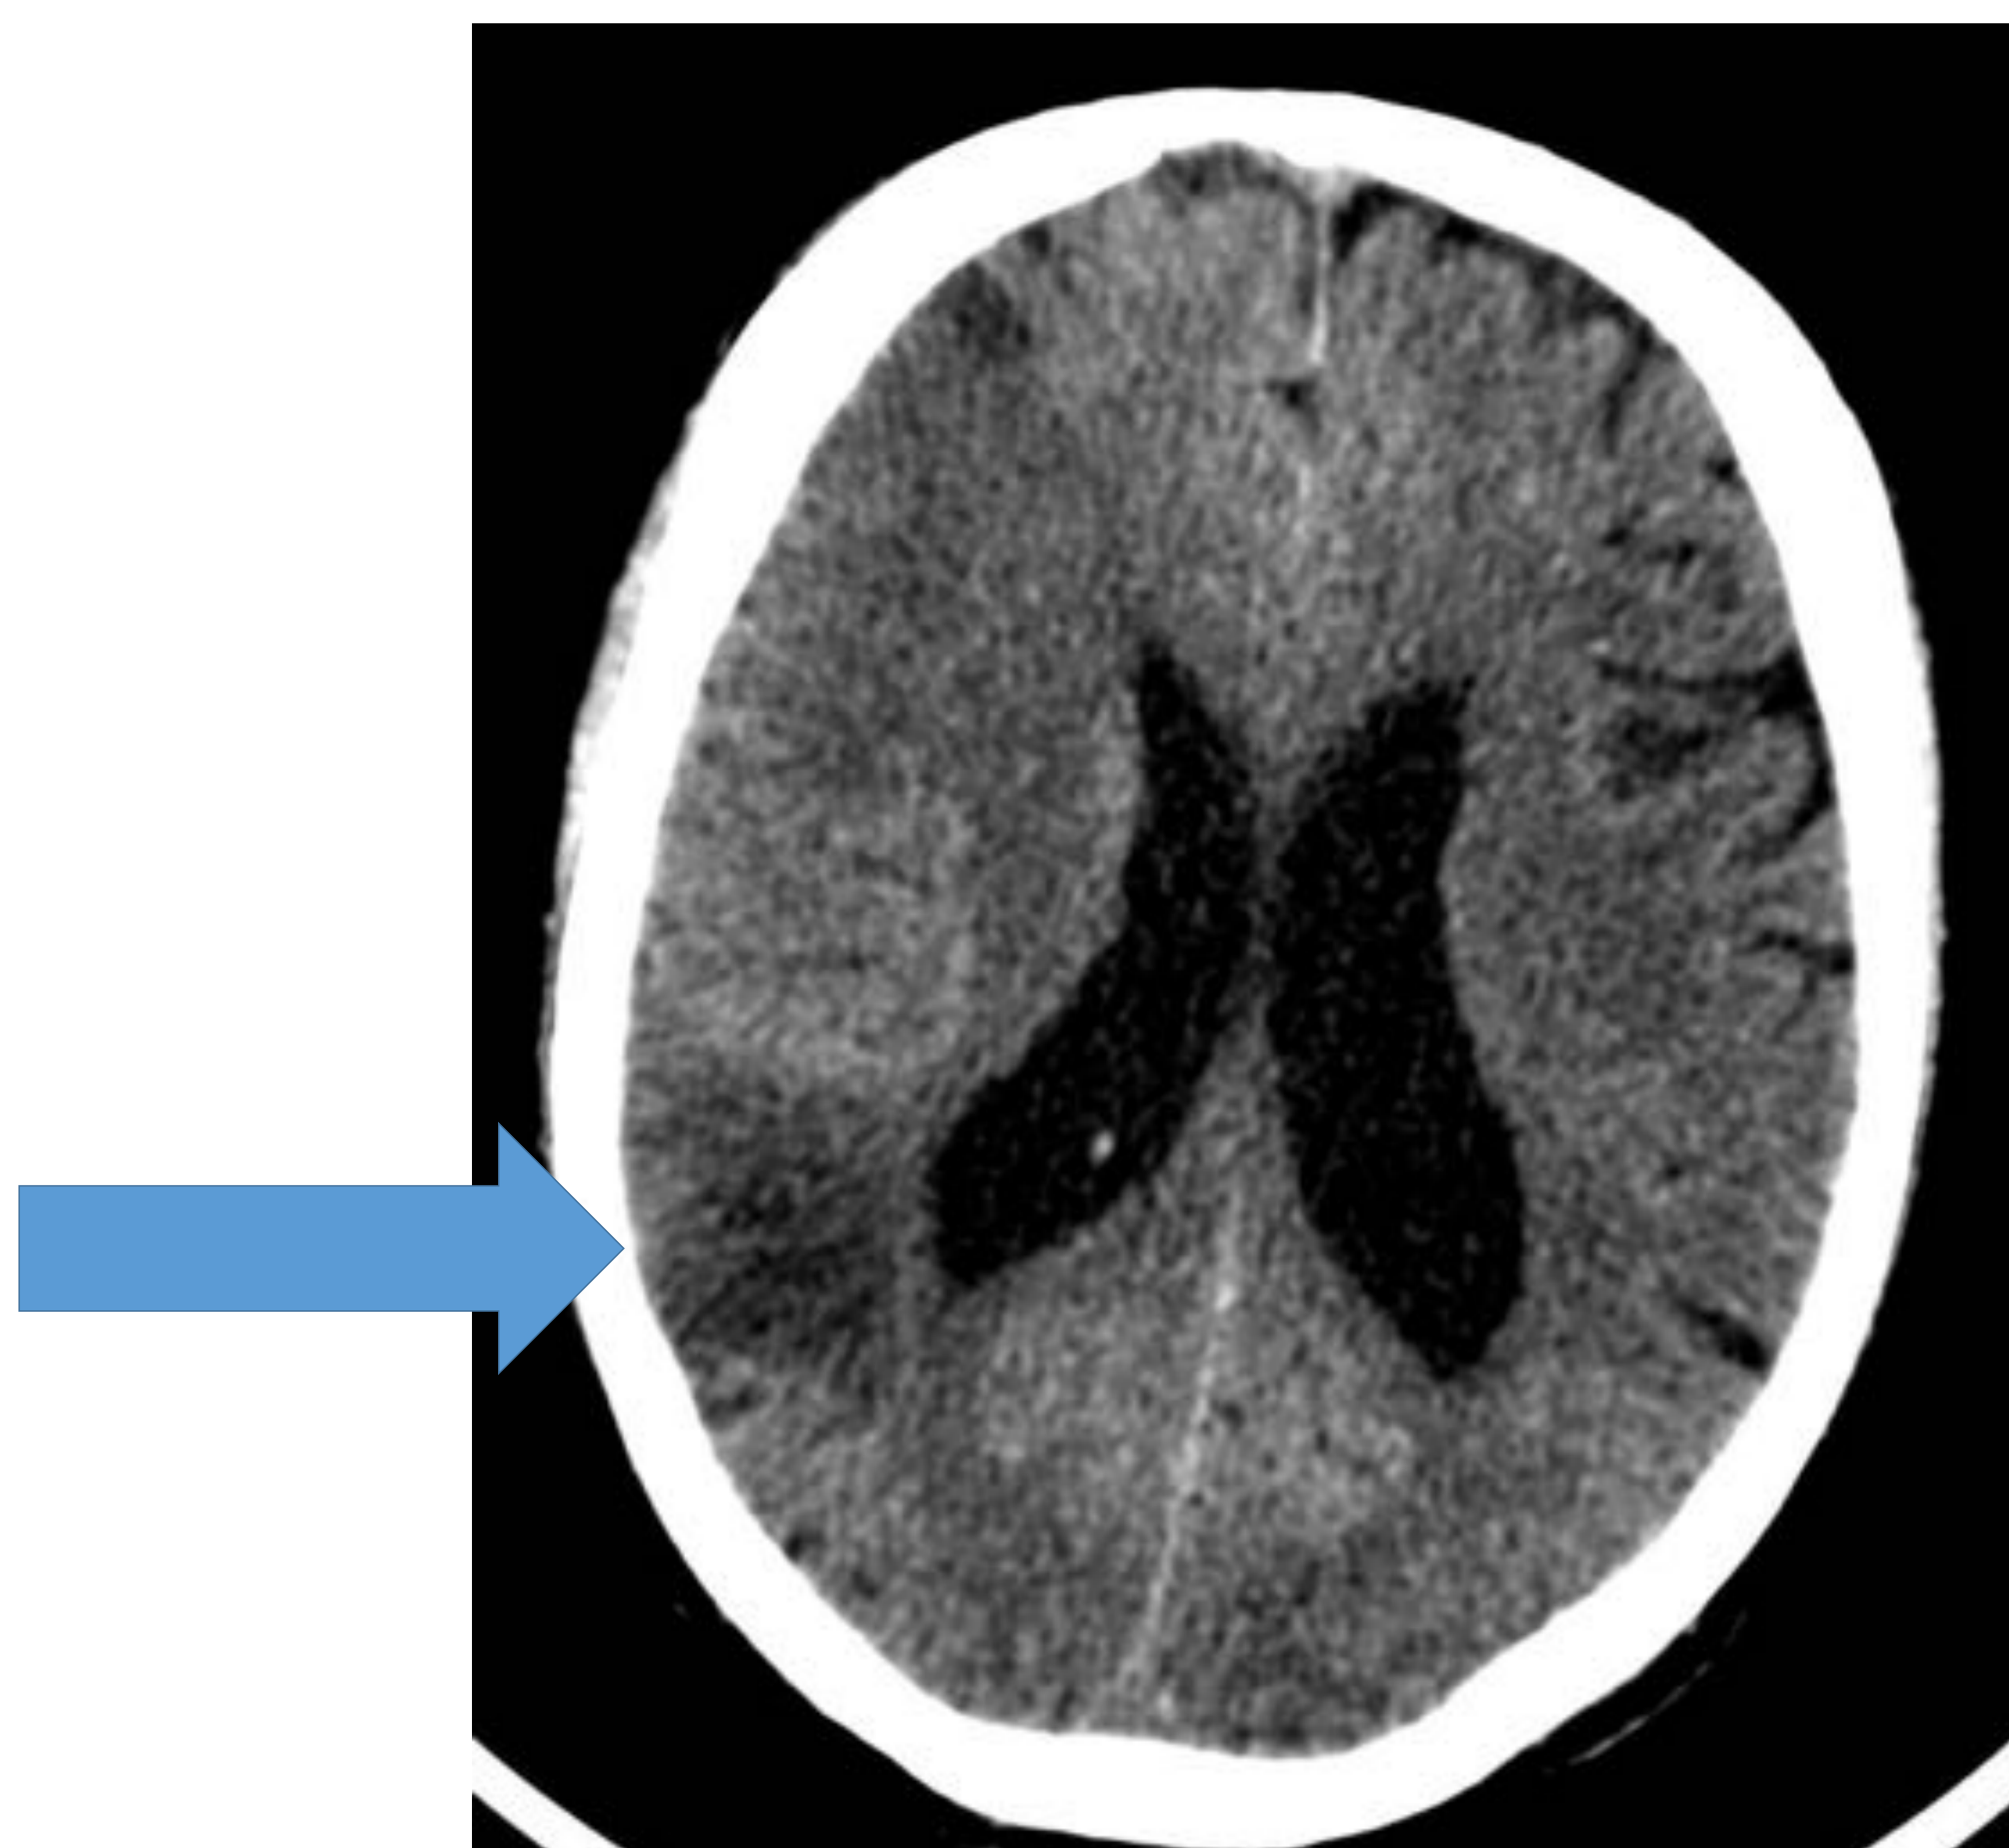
Varón de 40 años con antecedentes de HSA y aneurisma embolizado en ACM derecha. El paciente presenta deterioro neurológico por lo que se realiza TC craneal donde se aprecia edema vasogénico difuso en el hemisferio cerebral derecho, con pérdida de la sulcación, así como lesión isquémica subaguda parietal posterior derecha (flecha). En los mapas de perfusión se aprecia un incremento del TTM en todo el hemisferio derecho respecto al lado contralateral y en el angio-TC se observa una pérdida de calibre de ACA y ACM (ramas M2) derechas. Hallazgos en relación con vasoespasmo.
